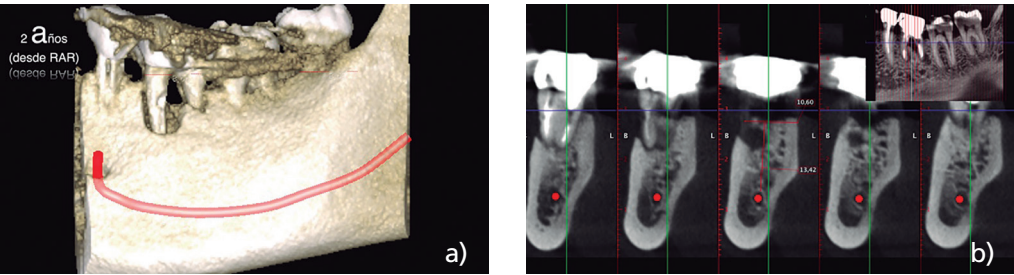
Imagen tridimensional del CBCT en la que se aprecia la lesión en el molar 36.
